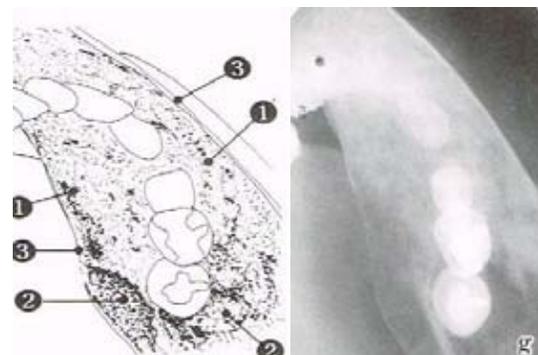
Radiografía Oclusal. Displasia Fibrosa.²⁹
